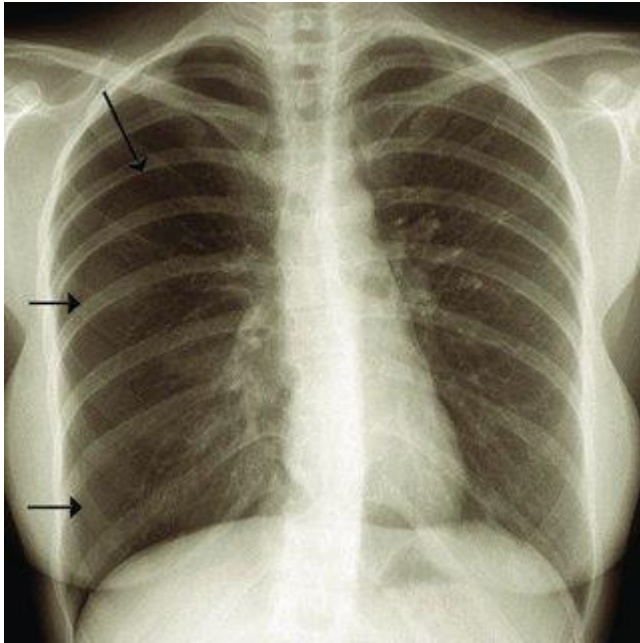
Une radiographie thoracique de face objectivant un pneumothorax total droit
